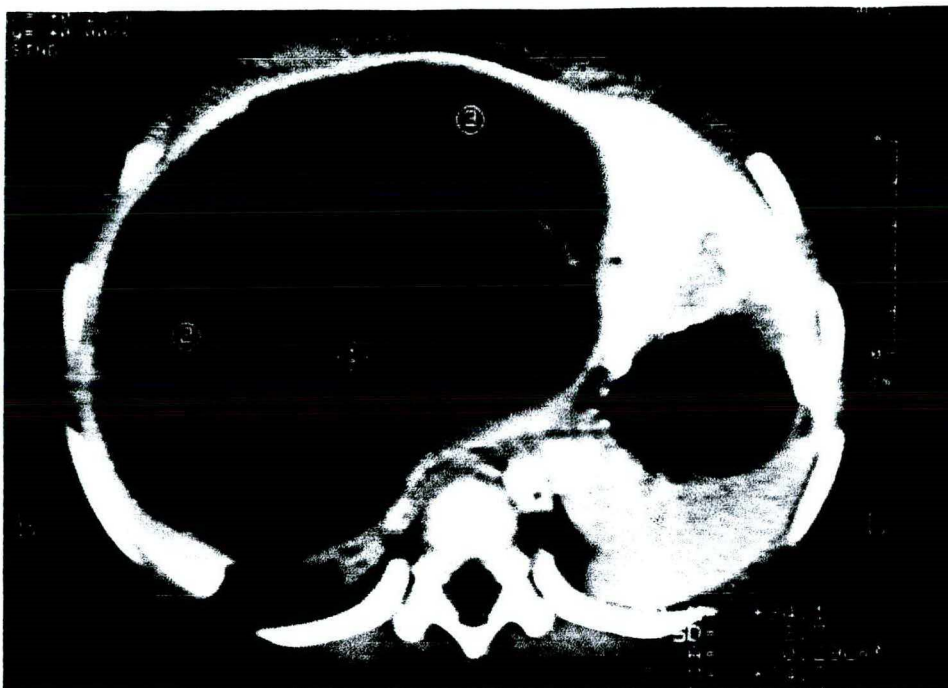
Tomografia computadorizada abdominal mostrando volumosa lesão expansiva cística em lobo hepático direito.
